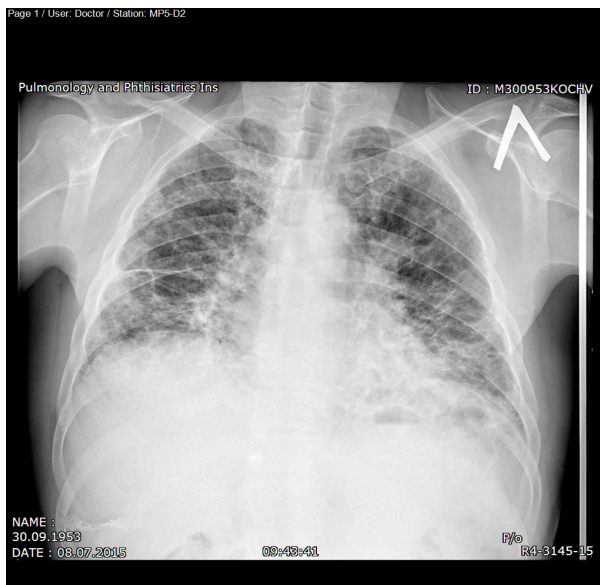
Рентгенограмма пациента с ИЛФ
